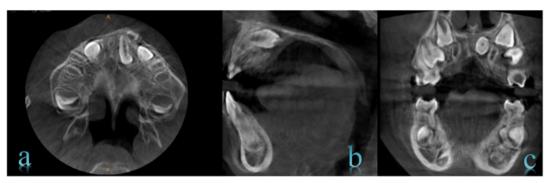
Tomografía CONE BEAM: a) Corte axial; b) Corte sagital; c) Corte coronal.
